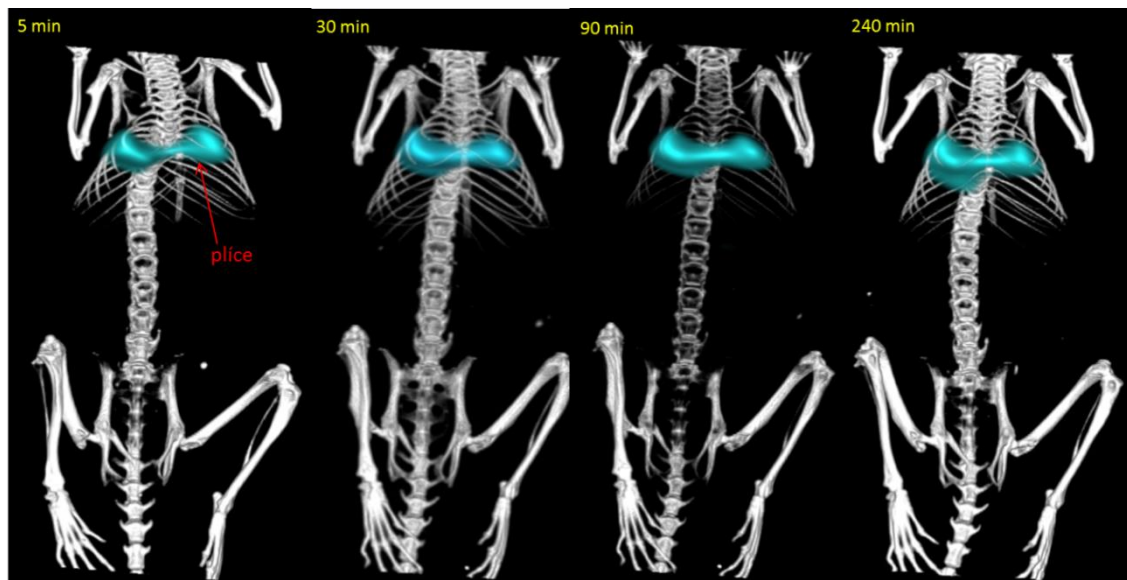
Biodistribuce ^{99m}Tc -MIBI v organismu myši 5 min, 30 min, 90 min a 240 min po aplikaci (3D SPECT/CT)
